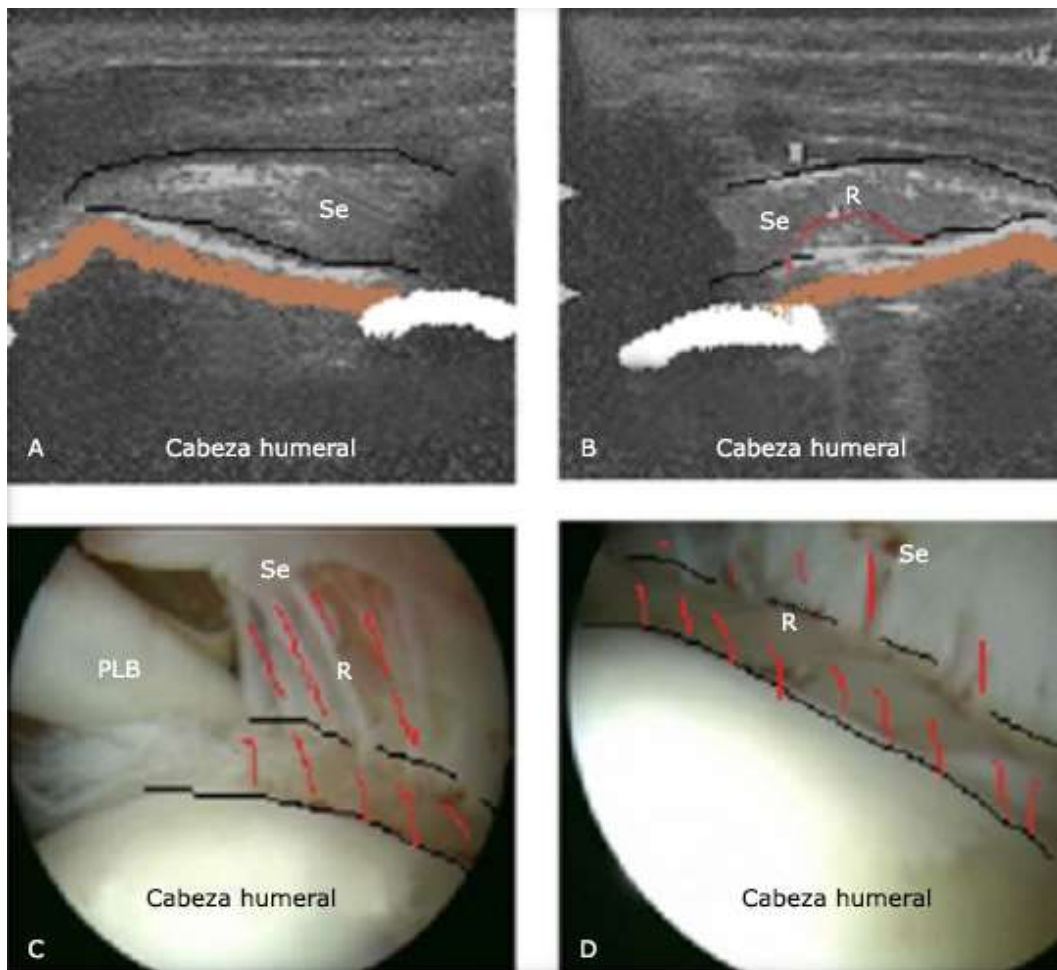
Ruptura parcial del espesor de la superficie articular del MR. A. Imagen ultrasonográfica del tendón Se del hombro izquierdo sin alteraciones ecográficas en un corte longitudinal. B. Imagen ultrasonográfica del tendón Se del hombro derecho con defecto hiperecogénico que representa una ruptura (R), con bordes irregulares sobre el cartílago articular de la cabeza humeral remarcado en rojo. C. Imagen artroscópica de la superficie articular que corresponde con la ruptura parcial del espesor del tendón del Se. D. Visión artroscópica posterior donde se muestra la extensión de la ruptura al tendón del le.
